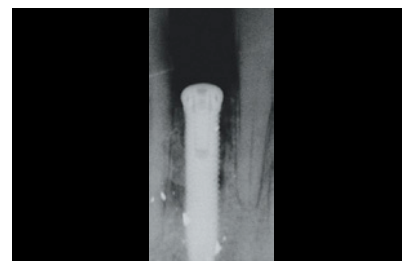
Radiografia post-operatoria della prima fase chirurgica.
